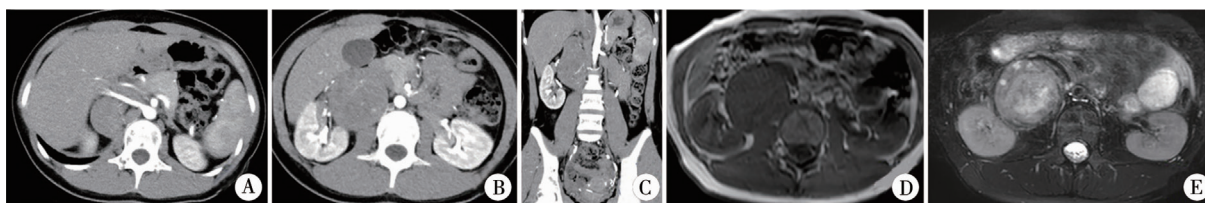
腹膜后神经鞘瘤患儿增强 CT 及 MRI 图 A:增强 CT 提示右肾动脉横跨肿瘤表面;B:增强 CT 提示肿瘤不均匀强化及毗邻右肾;C:增强 CT 提示肿瘤内缘紧邻并挤压下腔静脉向左侧移;D:MRI T1 加权成像呈低信号;E:MRI T2 加权成像呈稍高-高信号
